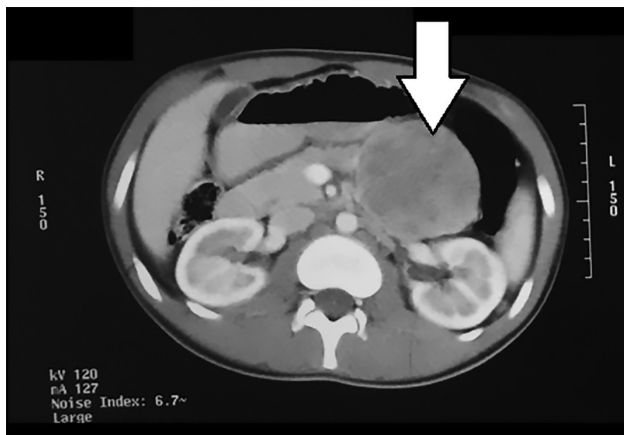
Tomografia computadorizada de abdome mostrando formação sólida-cística no pâncreas (seta)
